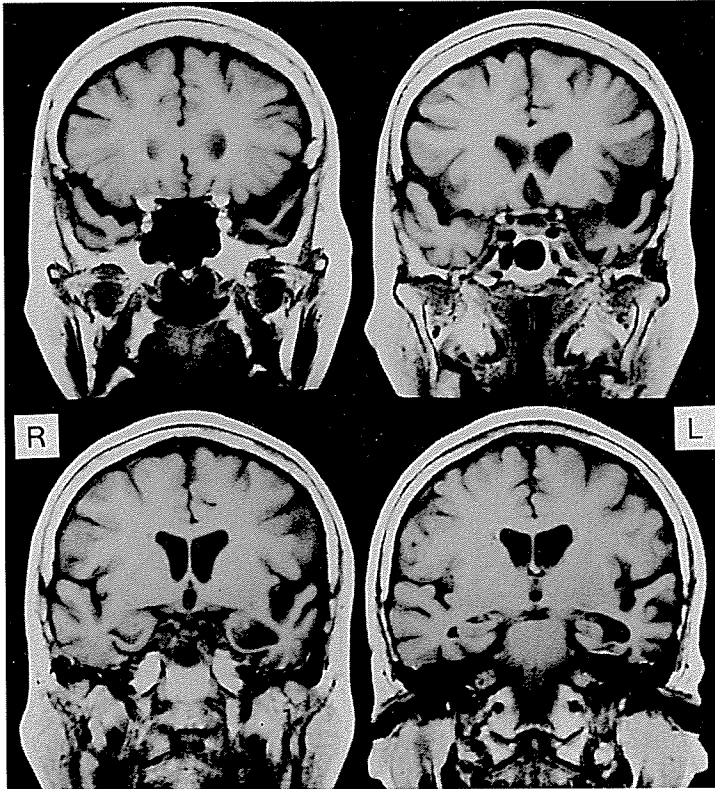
頭部冠状断MRI (1.5 T, T₁像, TR500, TE20, 1997年2月18日)
